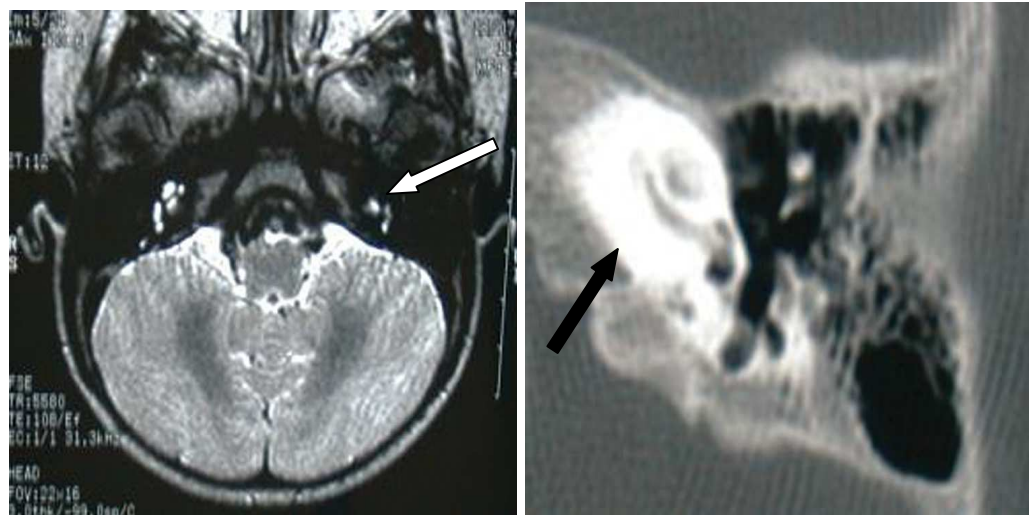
Enfant de 18 mois ayant présenté une méningite à pneumocoque. L'image IRM de gauche montre une disparition de l'hypersignal en séquence T2 au niveau de l'oreille gauche (flèche), et le scanner (photo de droite) montre une ossification de la cochlée (flèche) [107].
